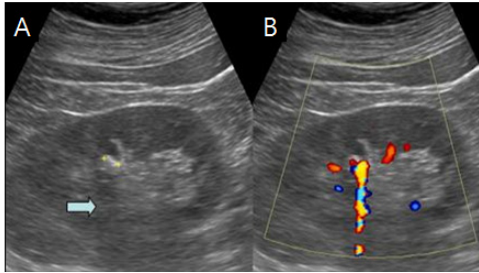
Renal stone. A. Transabdominal ultrasound shows one small echogenic stone with weak posterior acoustic shadow (arrow) within a dilated calyx. B. Color Doppler ultrasound shows twinkling artifact immediately behind an echogenic stone.
